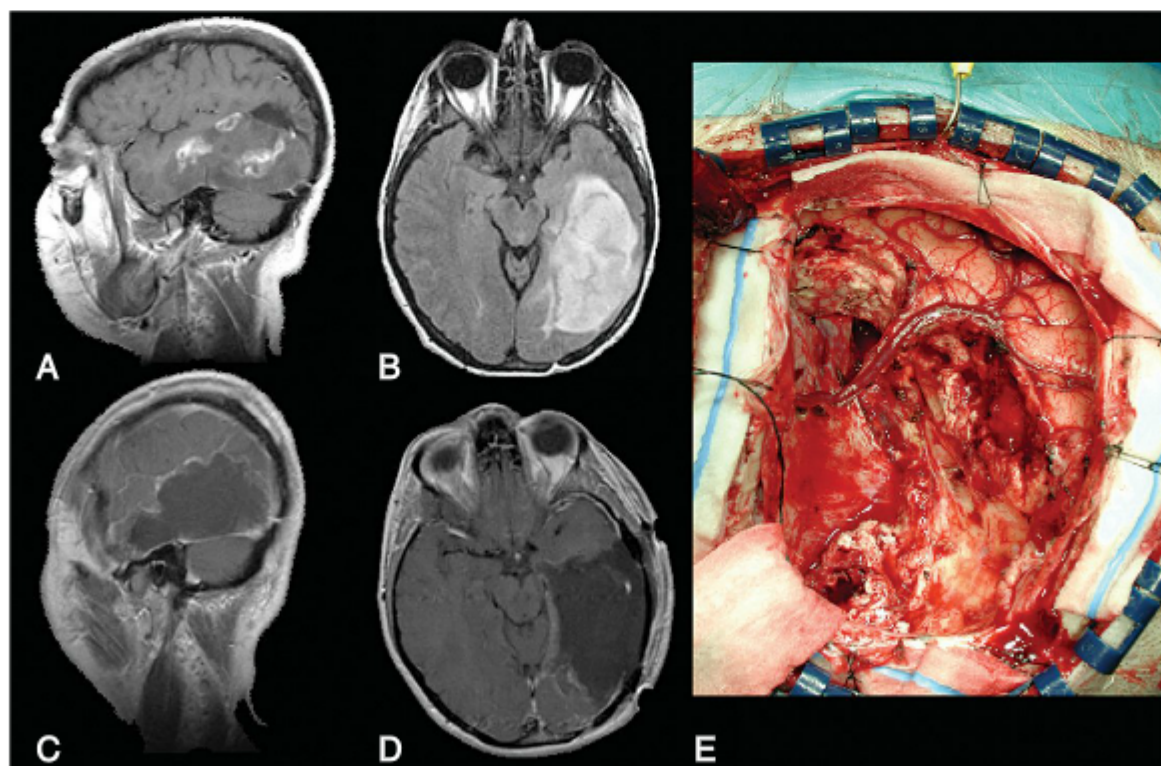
Imagens radiológicas e intraoperatórias de um paciente com um astrocitoma anaplásico temporal esquerdo. A, RM sagital contrastada com gadolínio evidenciando um tumor parcialmente contrastado no lobo temporal esquerdo. B, RM axial em sequência FLAIR revela a extensão do tumor. RM contrastada com gadolínio, feita na fase pós-operatória, em projeção sagital (C) e axial (D), revelando a ressecção quase total do tumor. E, Imagem intraoperatória revelando o campo cirúrgico após a ressecção do tumor.
